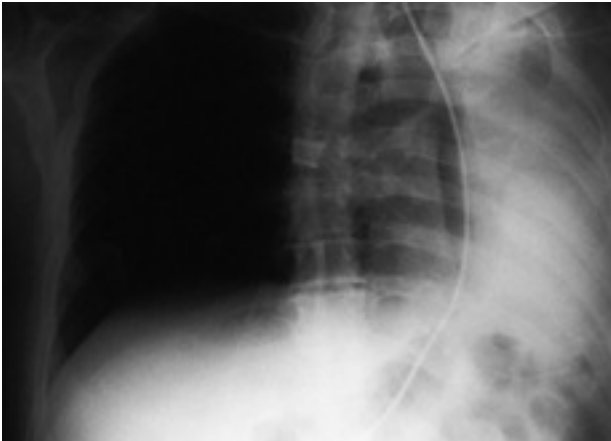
Radiografía de tórax preoperatoria del enfermo. Se aprecia la extrema desviación de la sonda nasogástrica colocada, así como la ocupación de parte del hemitórax izquierdo por la hiperinsuflación del pulmón contralateral.
